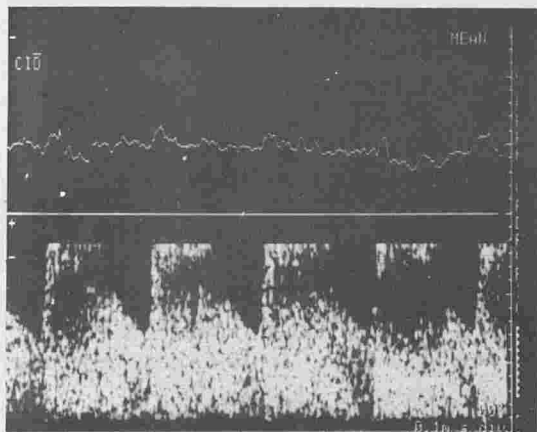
Doppler artériel cervical :
